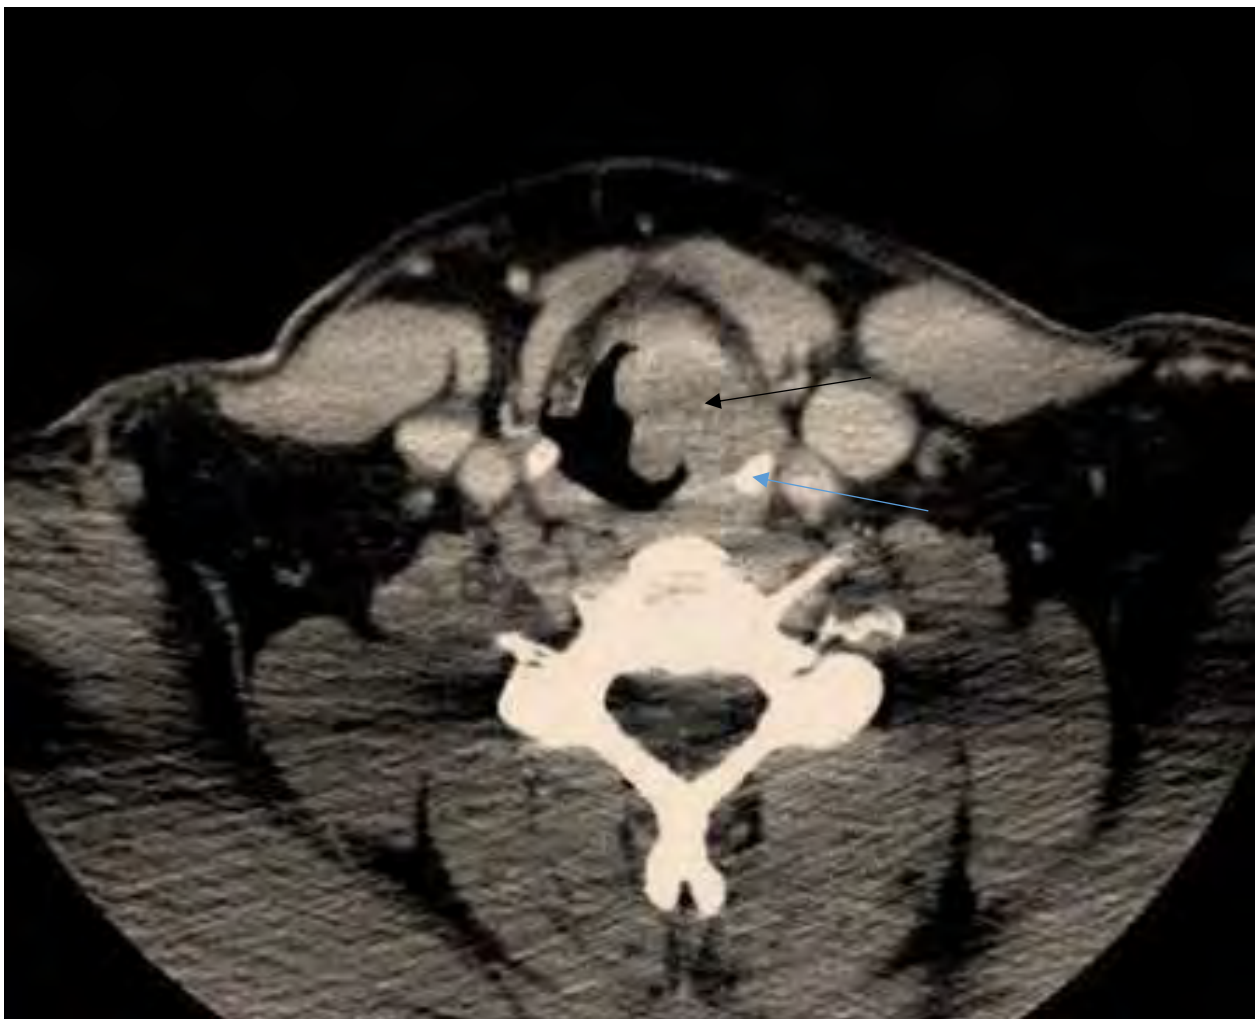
Coupe axiale TDM passant par les cordes vocales
